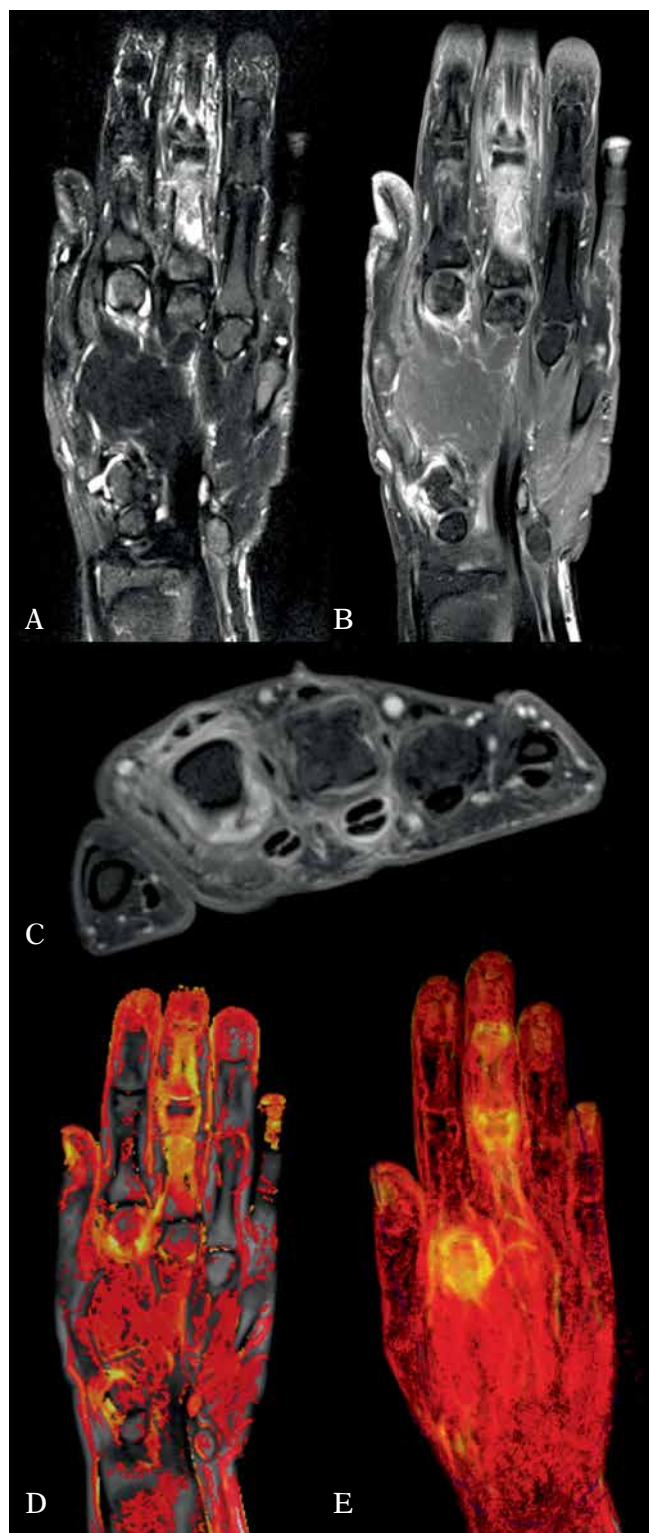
MRI of the hand of a 43 y.o. male with PsA: A. TIRM T2, coronal plane; B. T1 FS CM, coronal plane; C. T1 FS CM, axial plane; D, E. color map of the maximum enhancement and 3D reconstruction (Image Analysis Ltd., UK): synovitis in the 2nd metacarpophalangeal joint, tenosynovitis of the 3rd digit's flexor digitorum tendons, to the lesser extent of the 2nd digit, extracapsular inflammation around the extensor complex of the 2nd finger
